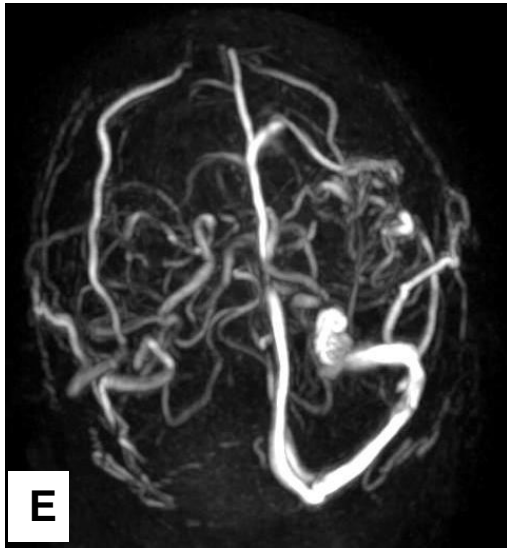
Imagen heterogénea localizada en la 3ra y 4ta circunvolución temporal izquierda que se comporta hiperintensa en T2 (Imagen A), GRE (Imagen B) e Imagen de origen de angioresonancia (Imagen D) hipointensa en Flair (Imagen C). En relación con malformación arteriovenosa, con una zona central hipointensa GRE (hemorragia). Hallazgos en relación a malformación arteriovenosa.
